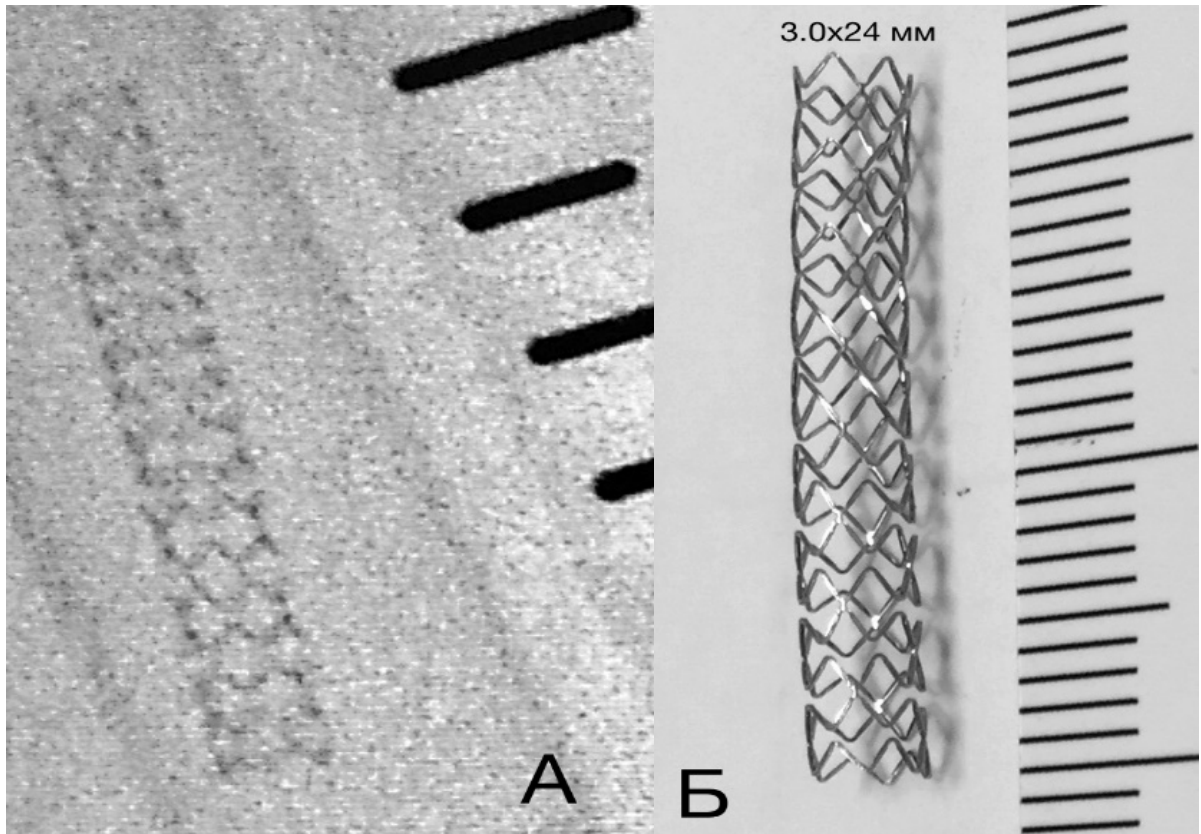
Стент Nobori 3.0x24 мм. А – рентгенограмма стента “in vitro” после полного раскрытия стента. Б – фото стента “in vitro” после полного раскрытия стента. Диаметр и длина стента соответствуют паспортным данным производителя (справа от стента измерительная лента. А – шаг 5 мм, Б – шаг 1 мм).
